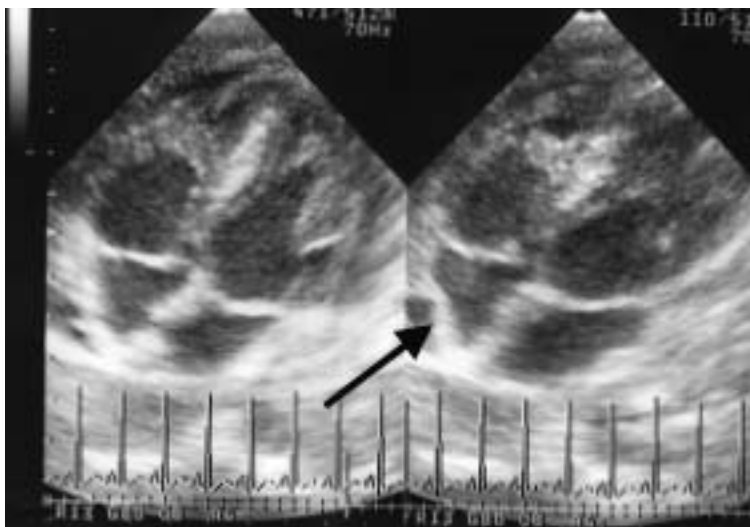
Echocardiograms on admission showing collapse sign (pre-tamponade sign, arrow) of the right atrium
